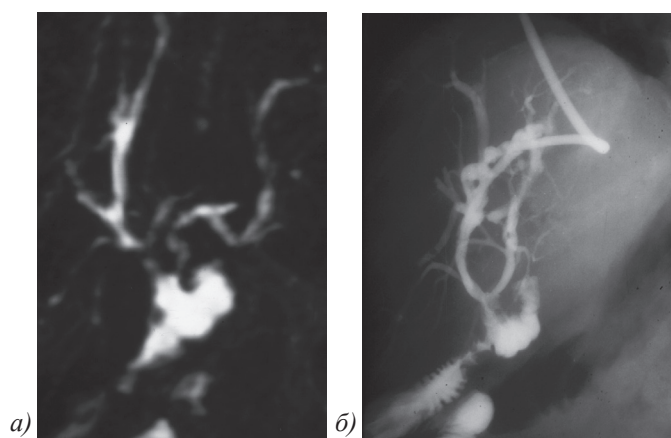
МРХПГ - снимок 73-летнего мужчины с гепатикоеюноанастомозом. а) МРХПГ показывает умеренный стеноз с дилатацией печеночных протоков. Можно предположить наличие признаков холангита. б) Через пять дней после МРХПГ, диагностическая проведена ЧЧХГ, которая подтвердила МРТ-данные.
